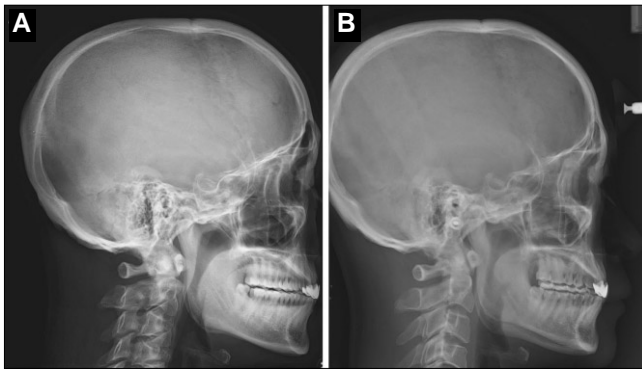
Preoperative and postoperative lateral cephalogram. A. Preoperative lateral cephalogram. The narrow posterior airway space and long soft palate was observed. The length of the soft palate (posterior nasal spine - uvular tip) was 56 mm. B. Postoperative lateral cephalogram. The x-ray was taken at 3 weeks after the surgery. The shortening of soft palate was observed. The length of the soft palate was changed to 38 mm.
